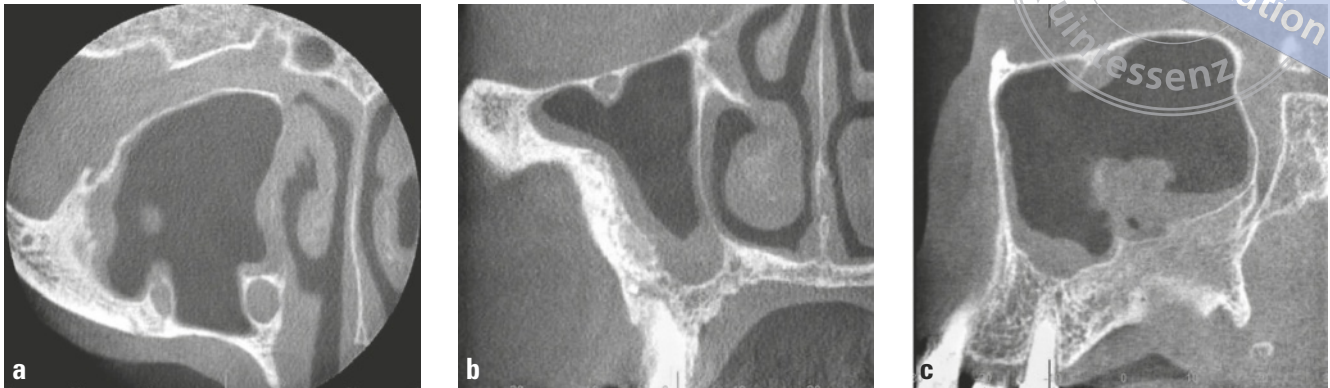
bis c Digitale Volumentomographie 1 Jahr post operationem
